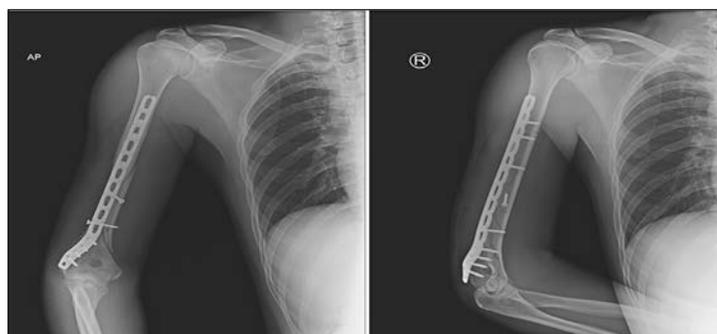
Рентгенограммы после остеосинтеза плечевой кости винтами и пластиной с угловой стабильностью.
